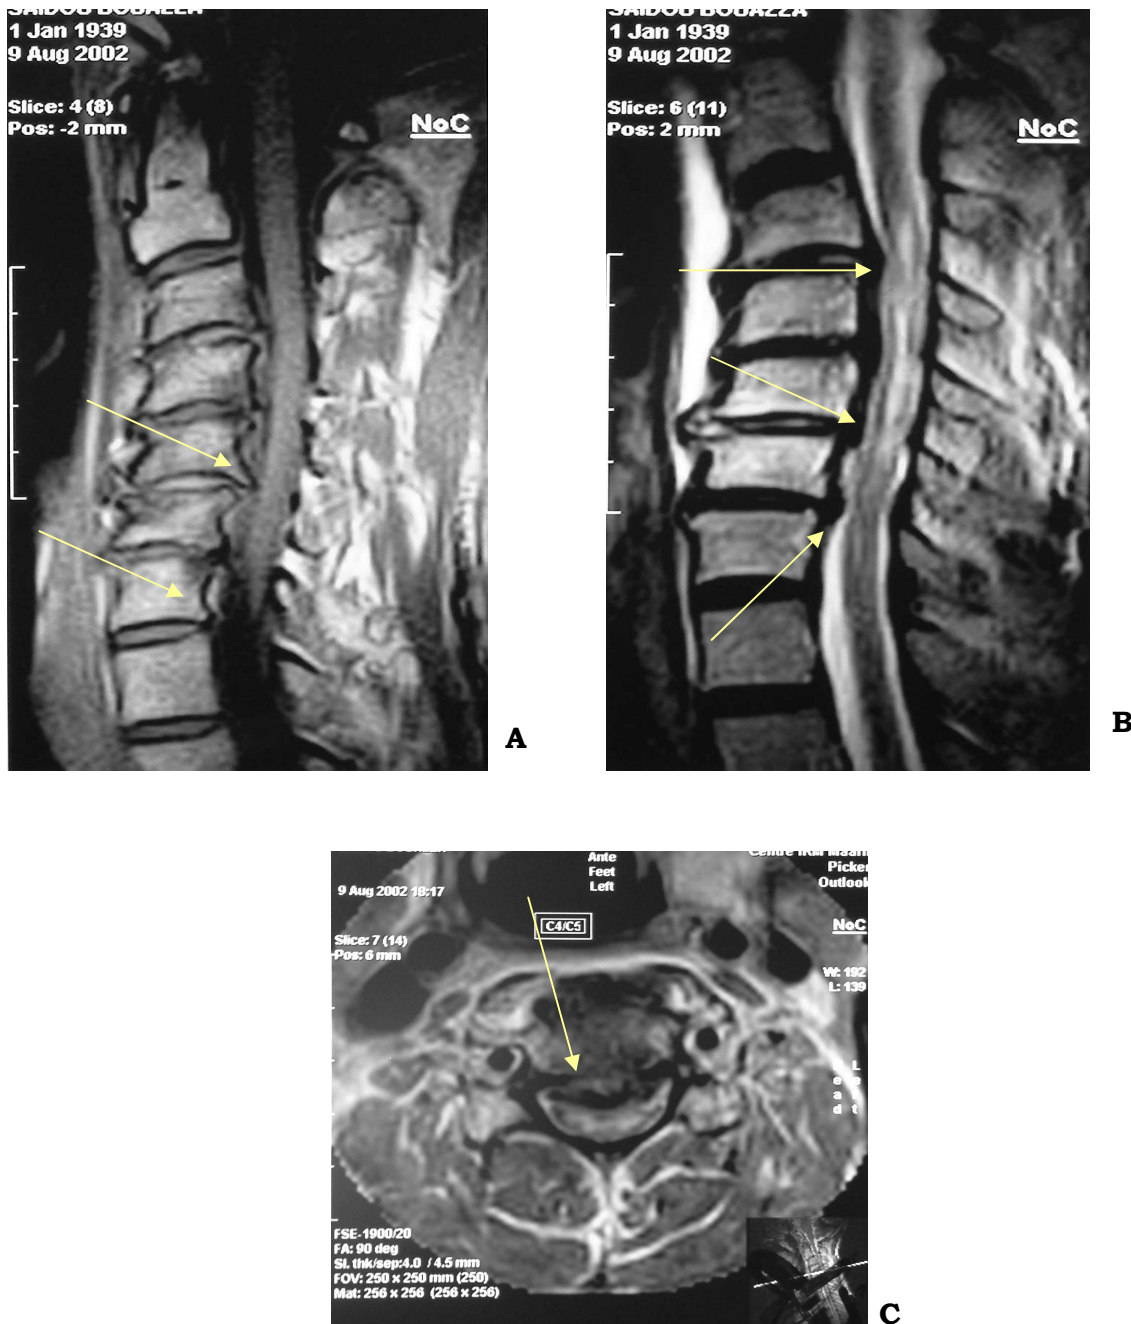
IRM cervicale :
